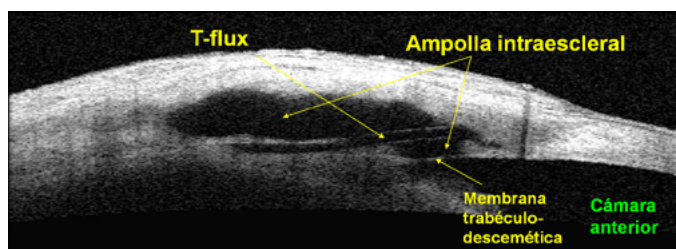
Tomografía de coherencia óptica (OCT) de segmento anterior que muestra la membrana trabeculodescemética separando la cámara anterior del lago intraescleral, el implante T-Flux® con su porción supraescleral e intraescleral, y la ampolla intraescleral.
